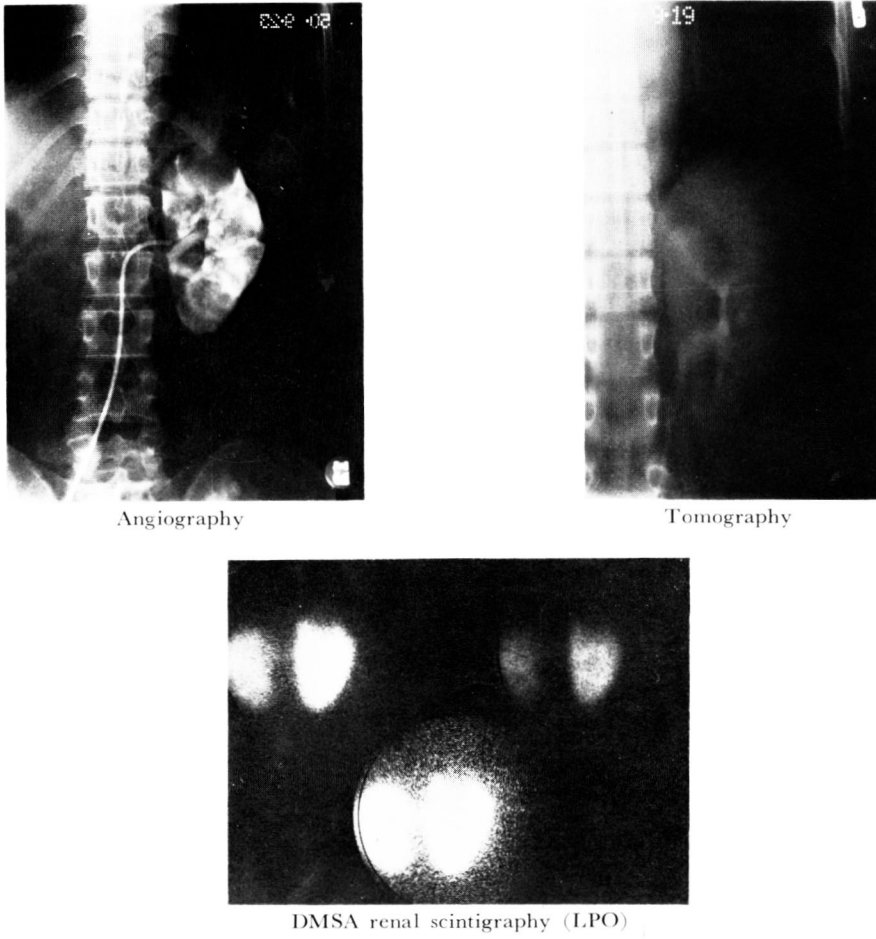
DMSA renal scintigraphy, tomography, angiography in the same case as Fig. 15-a.
